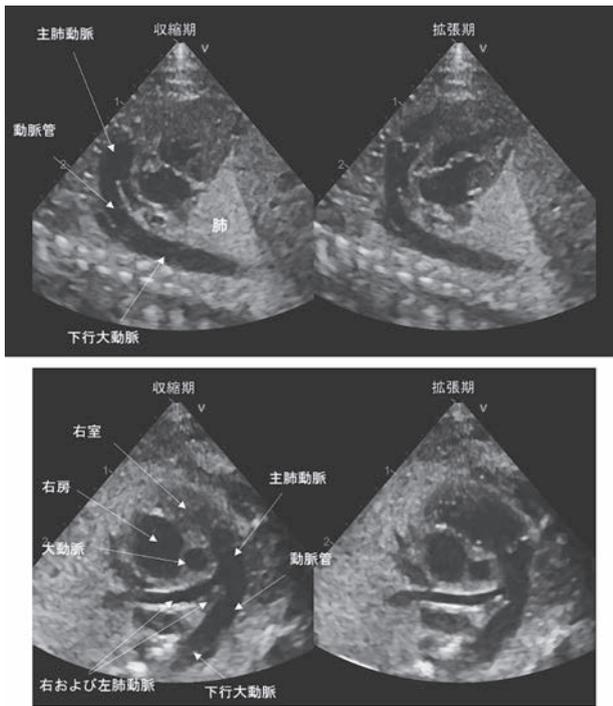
胎仔（出生3日前）の動脈管のエコー画像（収縮期および拡張期）
